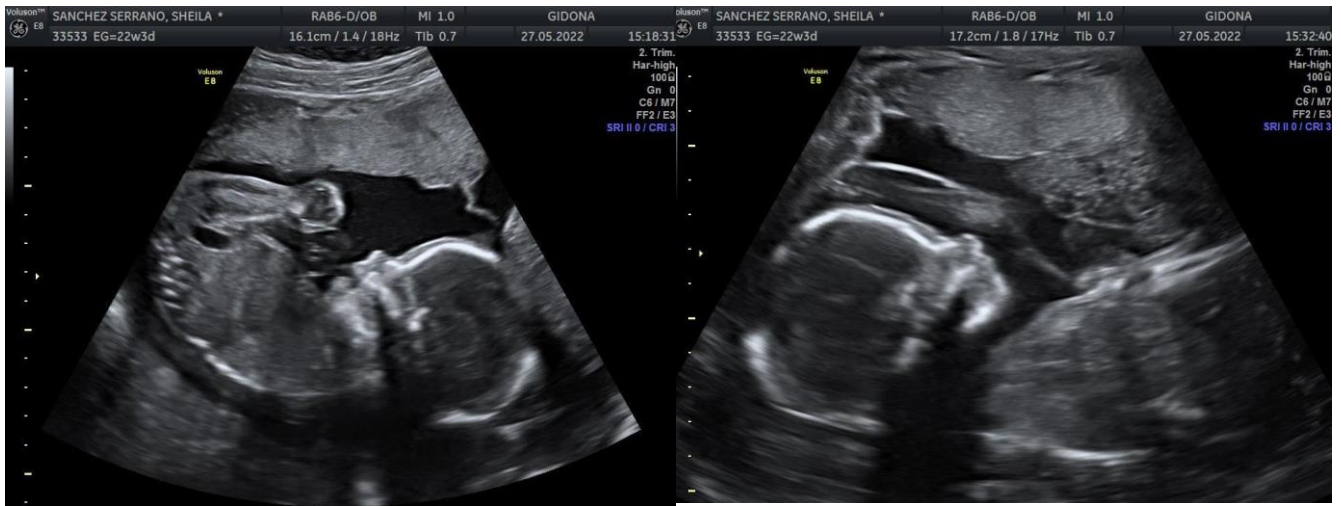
Ecografia on s'observa que són dues bessones de diferent bosses (bessones bivitel·lines)
